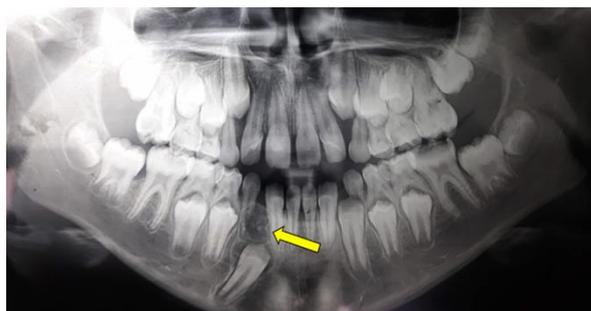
Radiografia panorâmica demonstrando uma lesão do tipo mista (radiolúcida com áreas de calcificação em seu interior), formato circular, na região do dente 43 incluído.
